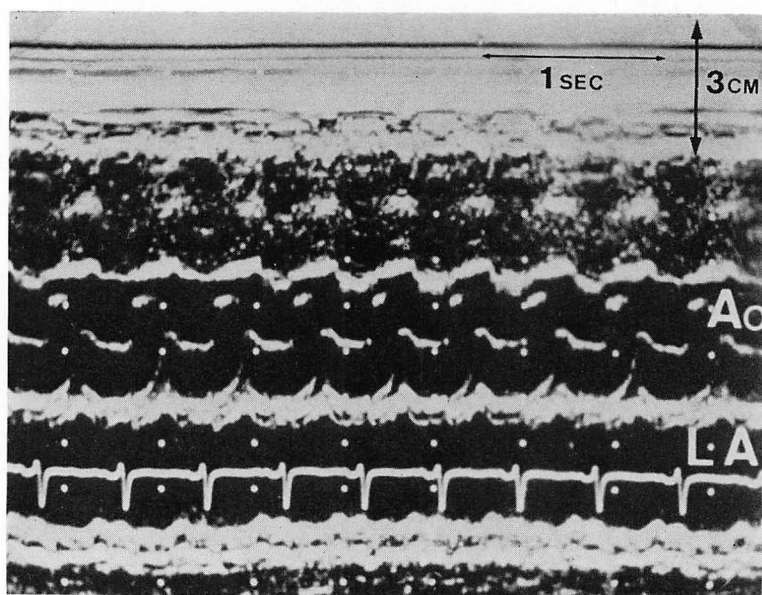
M-mode echocardiogram of the right ventricular outflow tract, aortic valve and left atrium.
